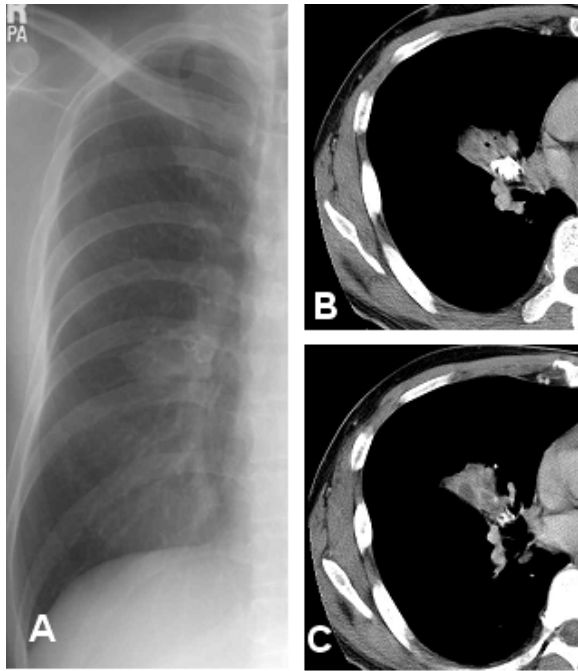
A 45-year-old man with endobronchial actinomycosis. A. Initial chest radiograph shows calcified nodules in the right middle lung zone and peripheral increased opacity suggesting atelectasis. B. C. Chest computed tomography scan shows proximal calcified broncholith and atelectasis of the right middle lobe. Bronchopneumonia with central necrosis was also observed.
